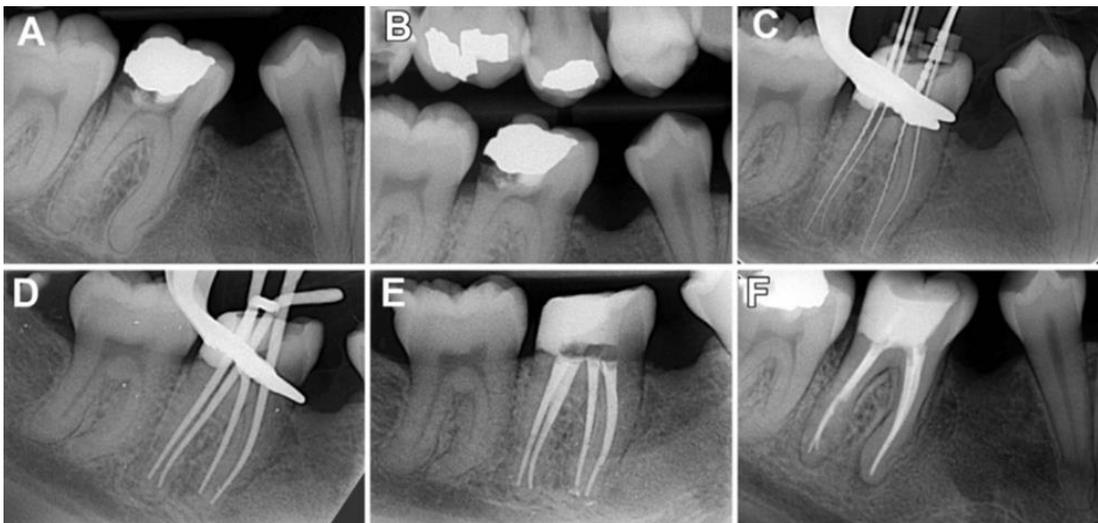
Tratamiento endodóntico de un segundo molar mandibular derecho observado con radiografías periapicales digitales. A. Radiografía preoperatoria. Nótese la línea radiolúcida que se asemeja al ligamento periodontal por distal de la raíz mesial y próxima a la furcación. B. Radiografía bitewing para evaluar la restauración. C. Radiografía para medir la longitud de los conductos radiculares. D. Cono maestro antes de la obturación. E. Radiografía posoperatoria. F. Control de 6 meses.
